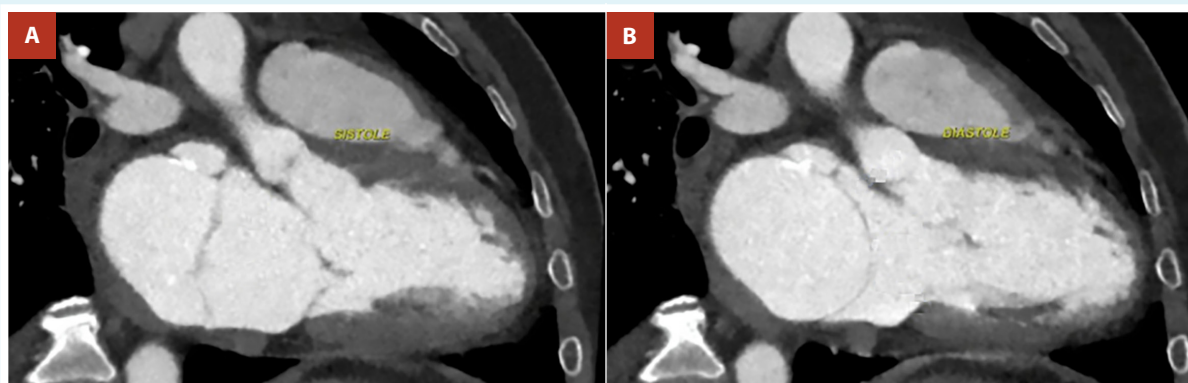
Tomografía contrastada de corazón y grandes vasos: A) Membrana atrial izquierda alejándose del plano valvular mitral durante la fase de sístole. B) Membrana atrial izquierda acercándose al plano de la válvula mitral durante la fase de diástole.
